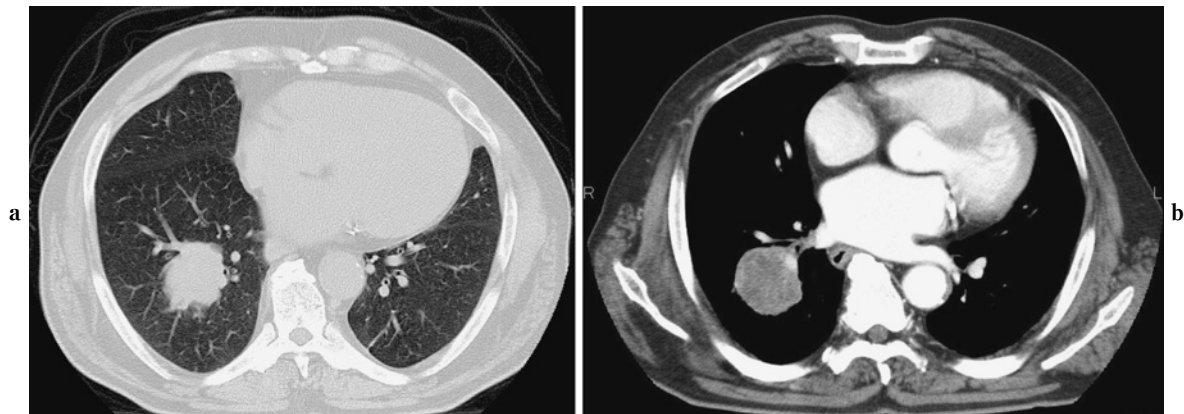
a. Computed tomography revealed a solid tumor shadow measuring 5.5 cm in diameter with a relatively distinct border in the right lower lobe segments S⁶ and S⁹. b. The interior of the lesion was non-uniform and slightly contrasted. No calcification was observed.
